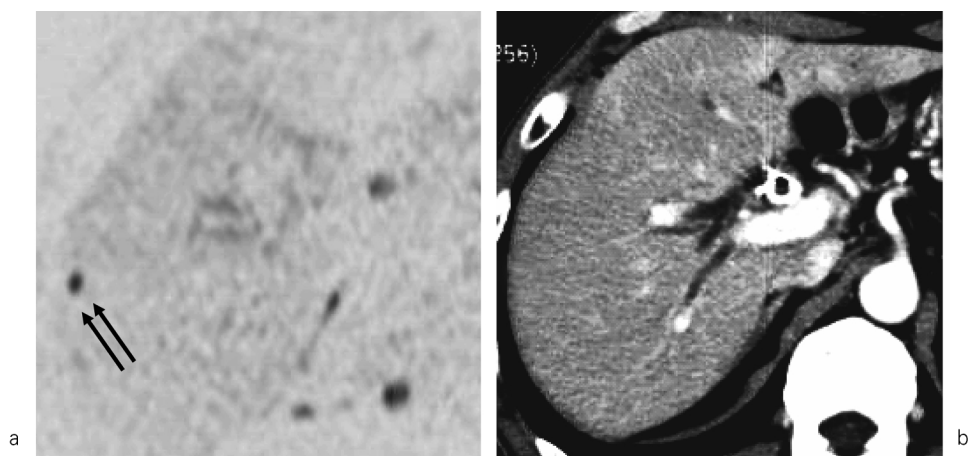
59-year-old man with multiple hepatic metastasis from pancreatic cancer. Small metastasis with intense high signal (a, arrows) was clearly demonstrated at peripheral right hepatic lobe (S6) on high-b-value DWI. This lesion was not obvious on contrast-enhanced CT image (b).
